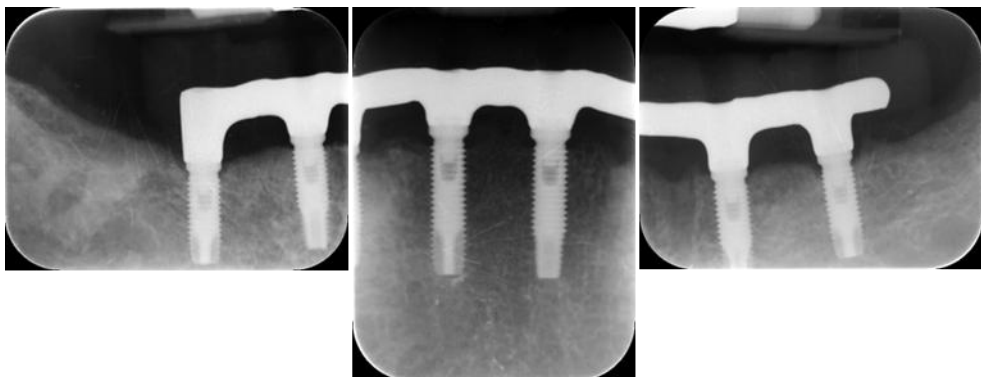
radiografías periapicales para control del ajuste subgingival de la estructura metálica.
